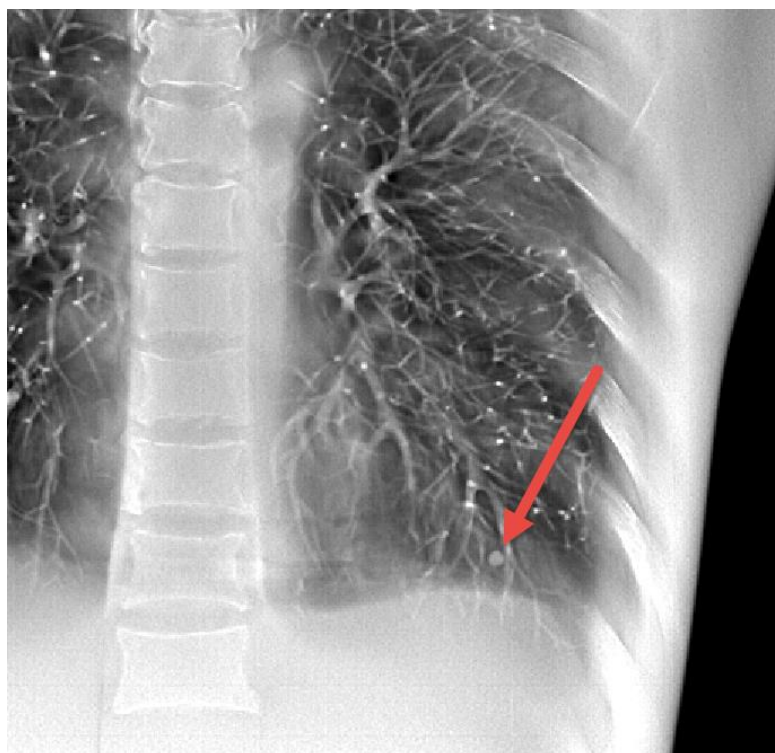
圖十五、大鼠犧牲後 X-ray 影像及活體 TomoDR 影像之比較二。
